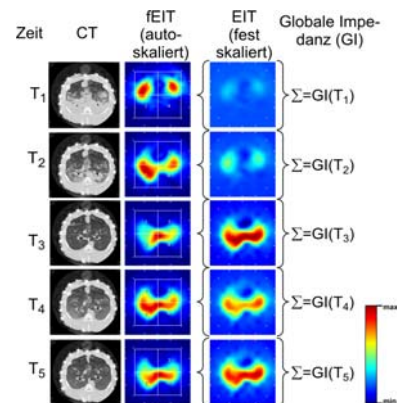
CT-Scans, autoskalierte funktionale und fest skalierte differenzielle EIT-Bilder zu den Zeiten T_1 - T_5 .
